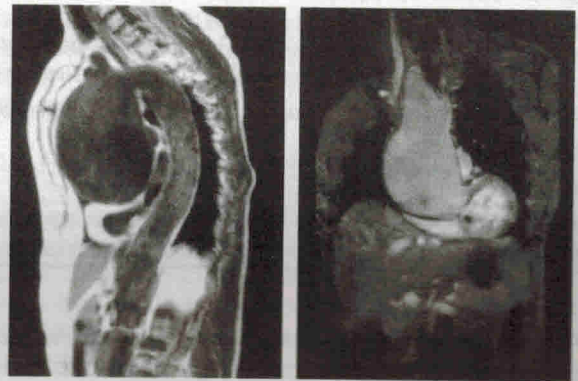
ЯМР-томография аневризмы восходящей аорты.
